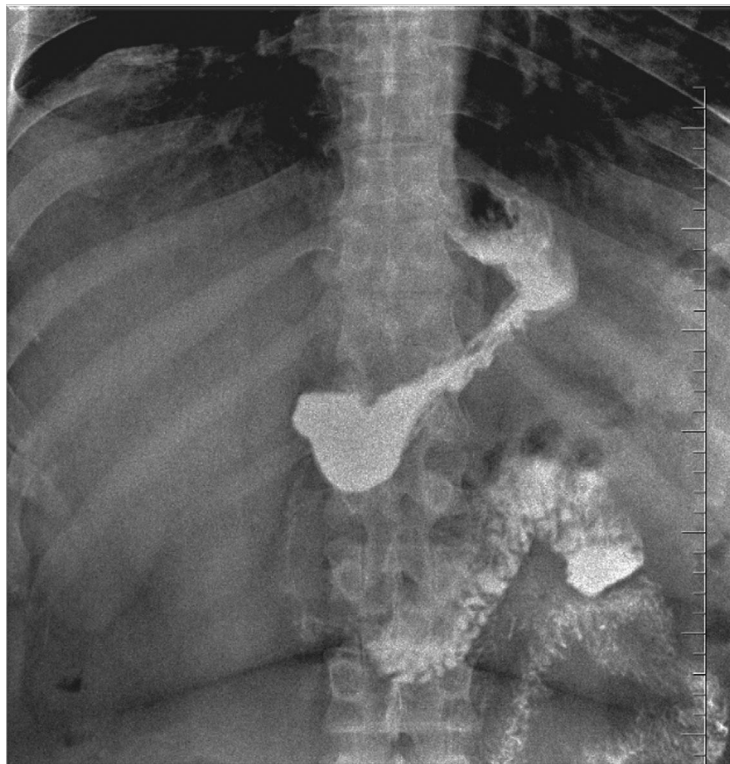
Рентгеноскопия желудка у пациента с ГЭРБ на фоне ГПОД перед эндоскопической инъекцией ботулотоксина в привратник
